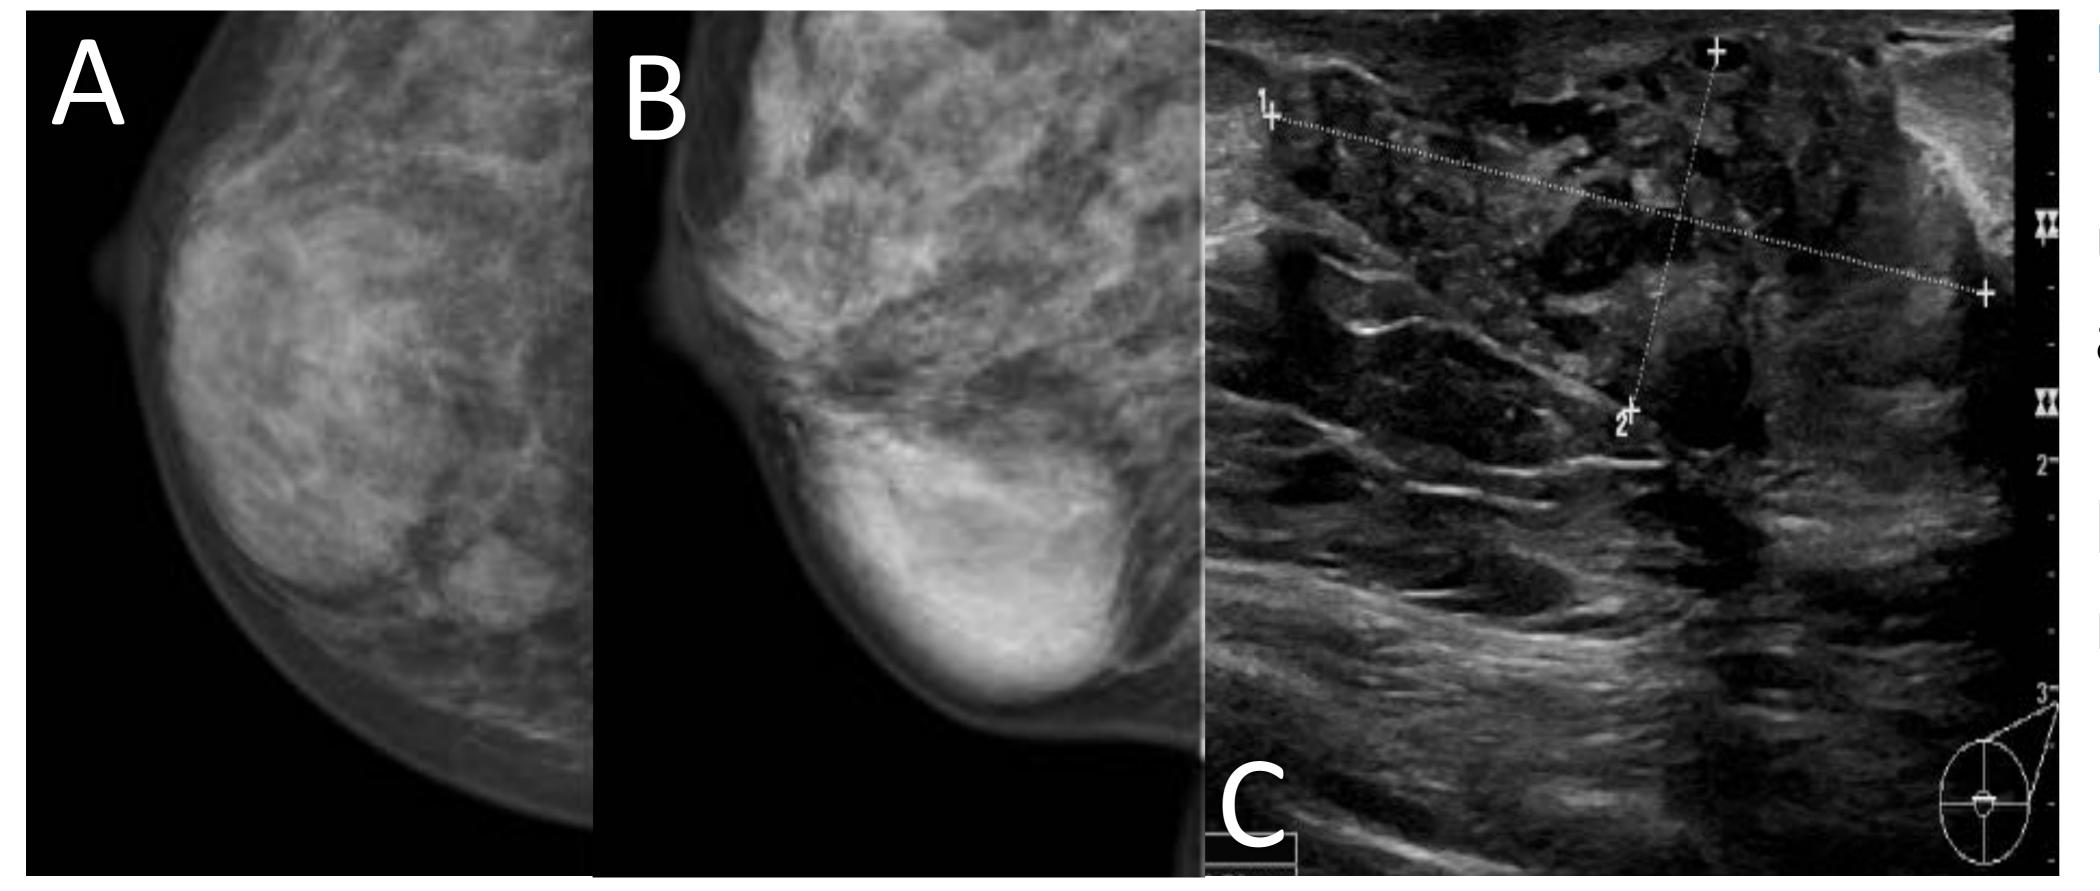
Hamartoma. A y B) Mamografías en las que se observa una lesión nodular de similar apariencia al tejido mamario. C) Ecografía en al que se identifica una lesión sólida, heterogénea y de márgenes circunscritos.
